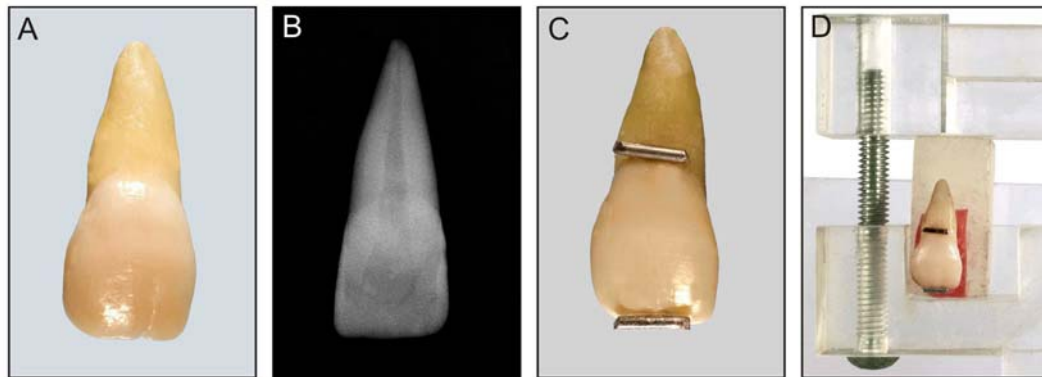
A) Incisivo superior central hígido; B) Radiografia periapical para seleção do dente; C) Fragmentos de fio ortodôntico fixados na superfície vestibular do dente; D) Posição do dente no dispositivo de acrílico utilizado para a padronização do experimento.
